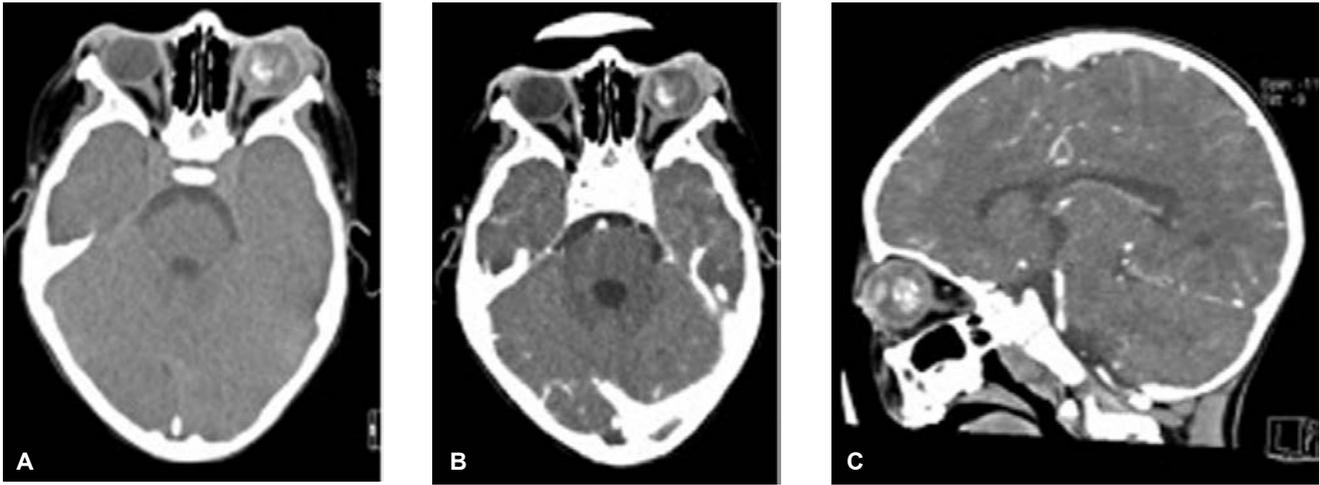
A) Tomografía de cráneo en fase simple, corte axial. B) Corte axial del mismo paciente en fase contrastada. C) Corte coronal, en todos se observan sutiles cambios en cuanto al grosor y cambios de intensidad del nervio óptico, sin embargo en el estudio histopatológico se comprobó la infiltración al nervio.
